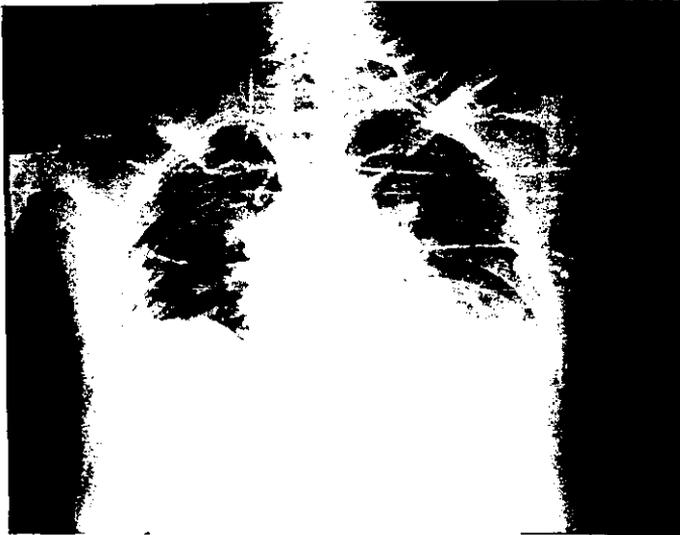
Radiografía de tórax anteroposterior para control de catéter, la cual muestra catéter venoso por acceso subclavio derecho en situación no central. Observe que el catéter se encuentra en la vena yugular interna derecha y con dirección cefálica.
